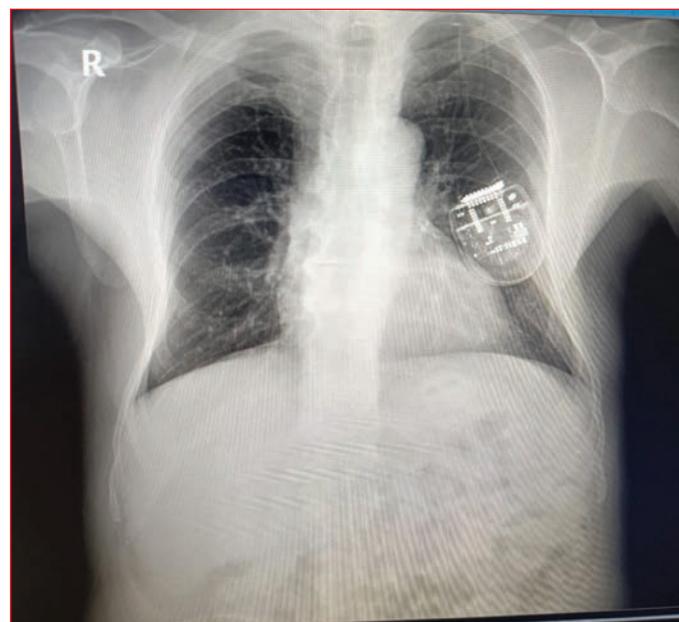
Patient's chest x-ray.
